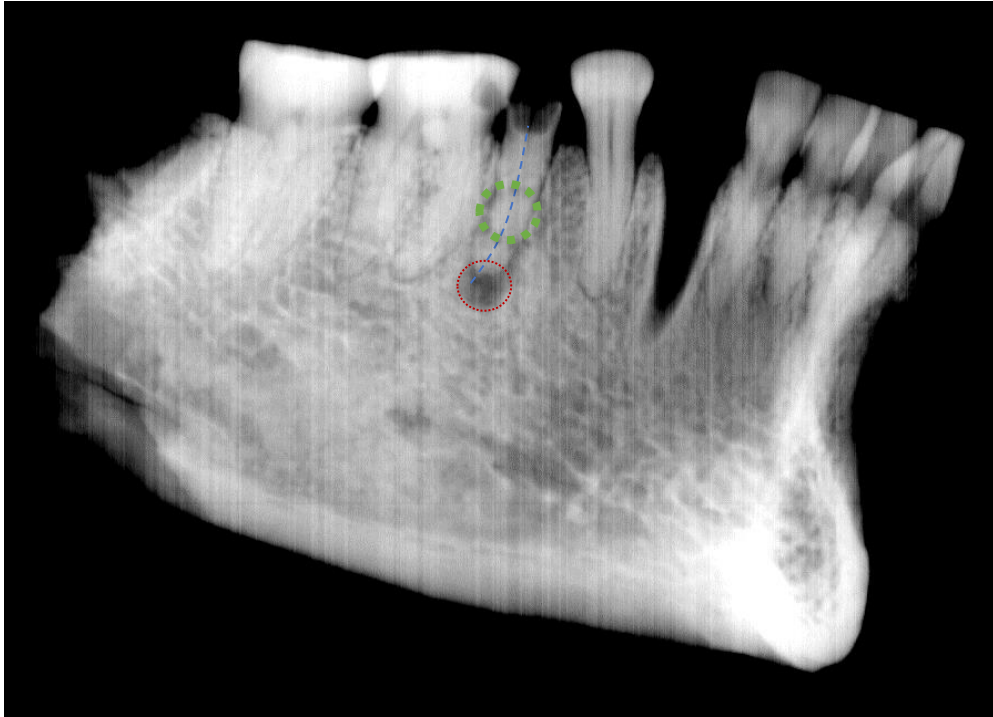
Situation im Röntgenbild (70 kV):
